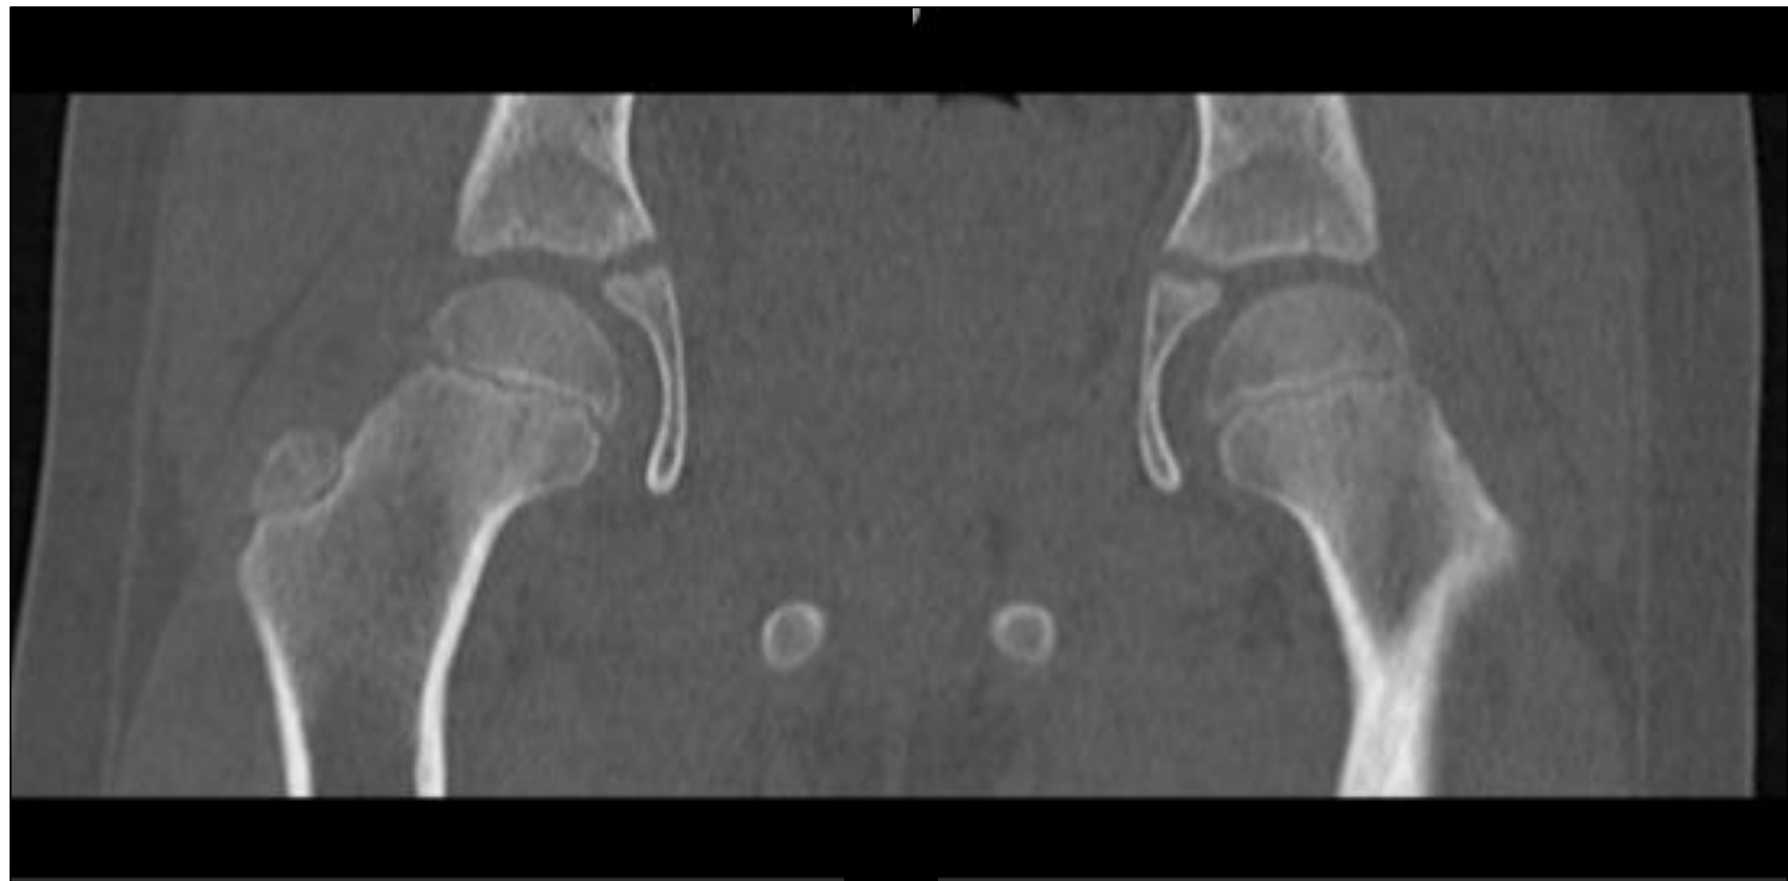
Corte de TC coronal. Ausencia de lesiones óseas.
